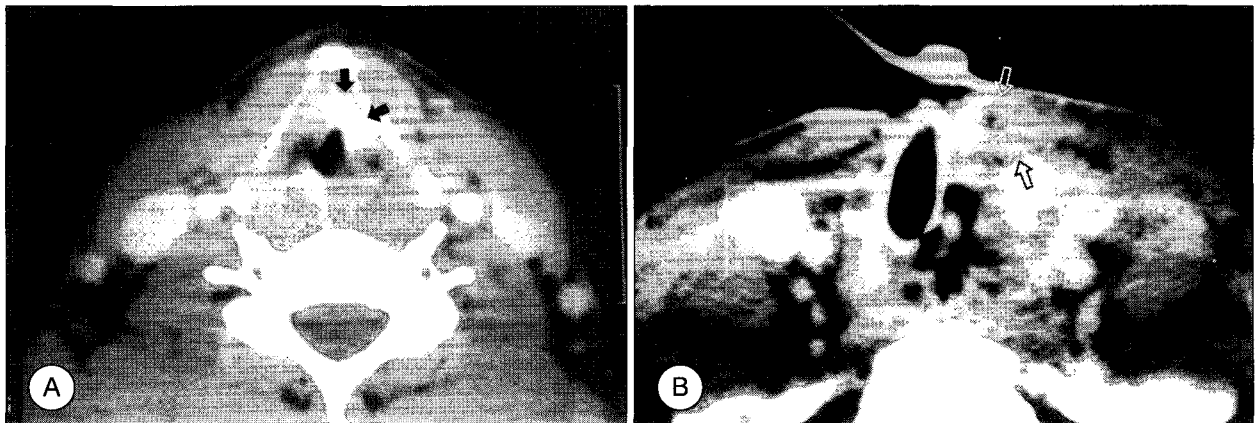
Primary tumor bed recurrence of glottic cancer, after laryngectomy with selective neck dissection. A : Preoperative CT shows mass lesion in the left vocal cord involving anterior commissure(arrow). B : CT of glottic cancer with selective neck dissection shows laryngectomy state and presence of internal jugular vein, common carotid artery which are thickened and blurred margin. There is stomal recurrence(open arrows) at tracheostomy site.
